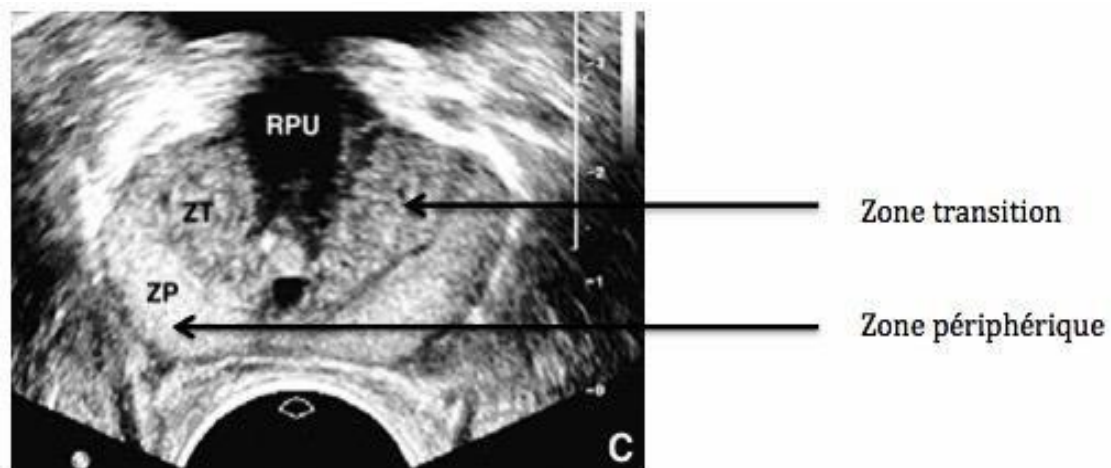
coupe échographique transversale prostate normale au niveau de la base, d'après Puech dans "EMC"
